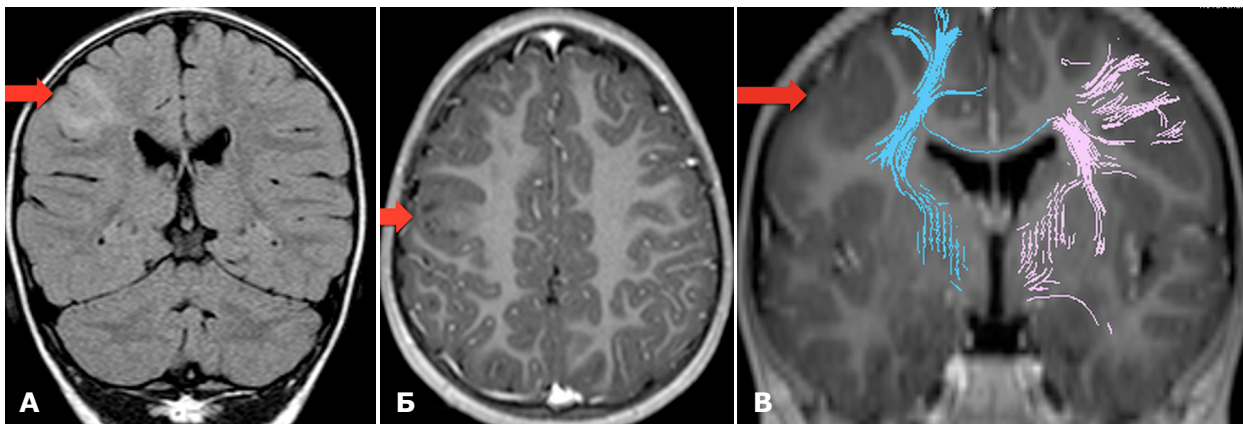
Доопераційне МРТ хворої К.: А – аксіальний зріз; Б – коронарний зріз; В – МРТ-трактографія. Фокальна кортикальна дисплазія задніх відділів правої задньолобової ділянки
